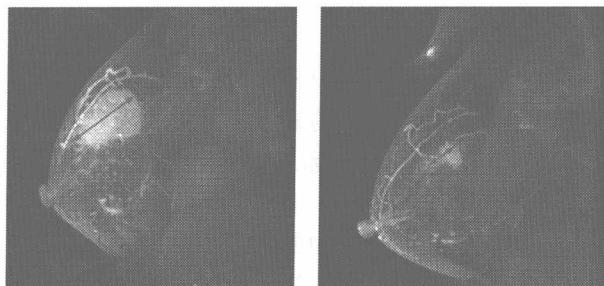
高分辨率、非侵袭性人体组织成像 磁共振成像（MRI）技术的发展使活体组织的非侵入性可视化的分辨率越来越高。现在的 MRI 可以检测到体积非常小的乳腺肿瘤（几个毫米直径）。如图中所示，MRI 可以用来详细观察抗肿瘤治疗的进展（在这一病例中使用的是蒽环类的细胞毒制剂进行化学治疗）。这一高灵敏成像技术的广泛应用可能会使未来的乳腺癌发生率升高。（Courtesy of N. M. Hylton and L. J. Esserman.）
